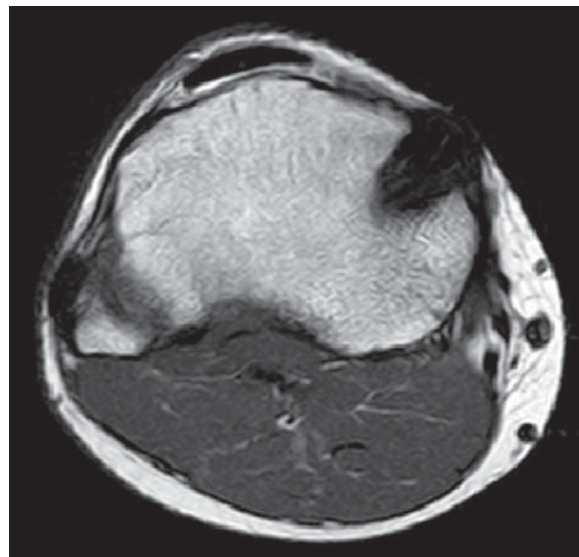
Corte axial de resonancia magnética nuclear potenciada en T1 en el que se identifica la lesión seudoquística hipointensa.
